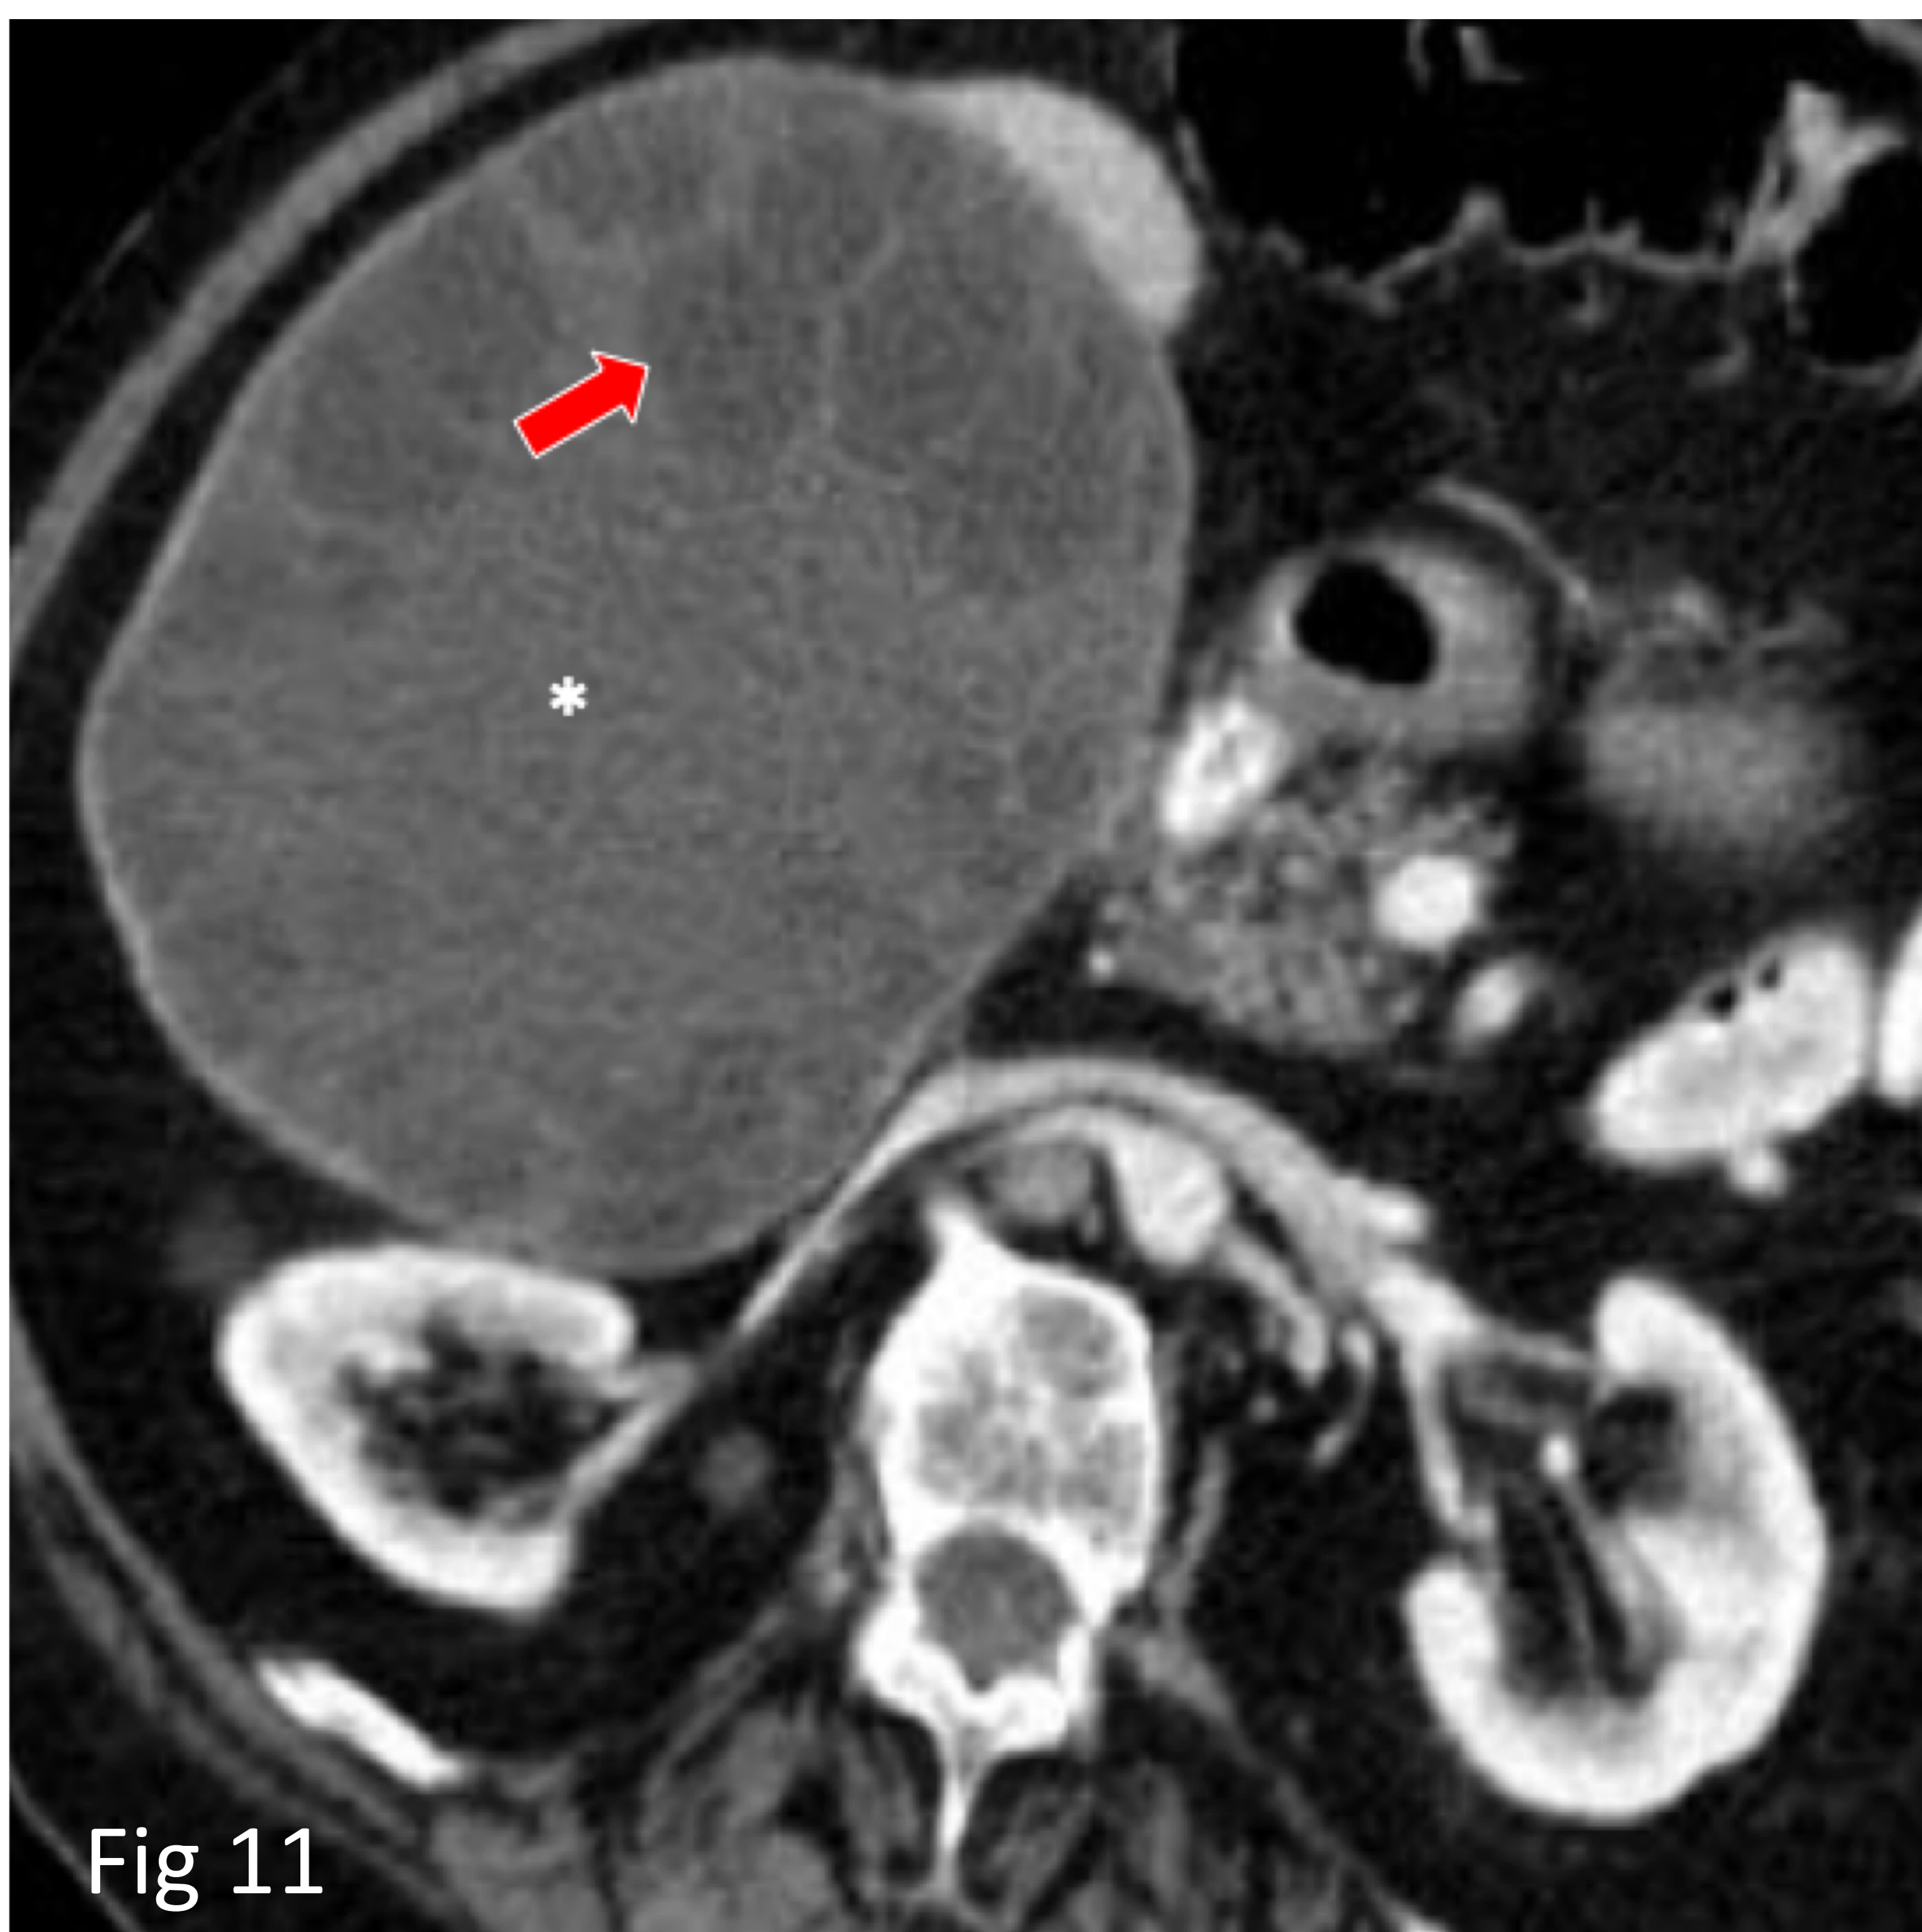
Tipo clásico de quiste hidatídico en mujer de 75 años. TC con contraste iv muestra múltiples quistes hijos hipoatenuantes (flecha roja) dentro de una gran masa quística hepática derecha.
